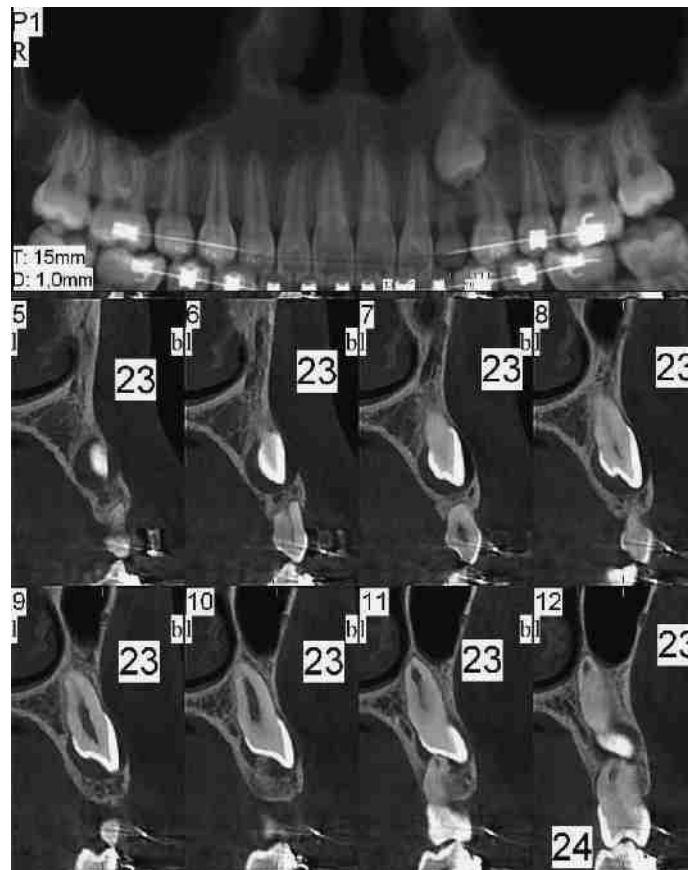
Imagerie 3D (cone beam) qui permet d'objectiver une position haute et vestibulaire de la 23 et de choisir la voie d'abord appropriée.
